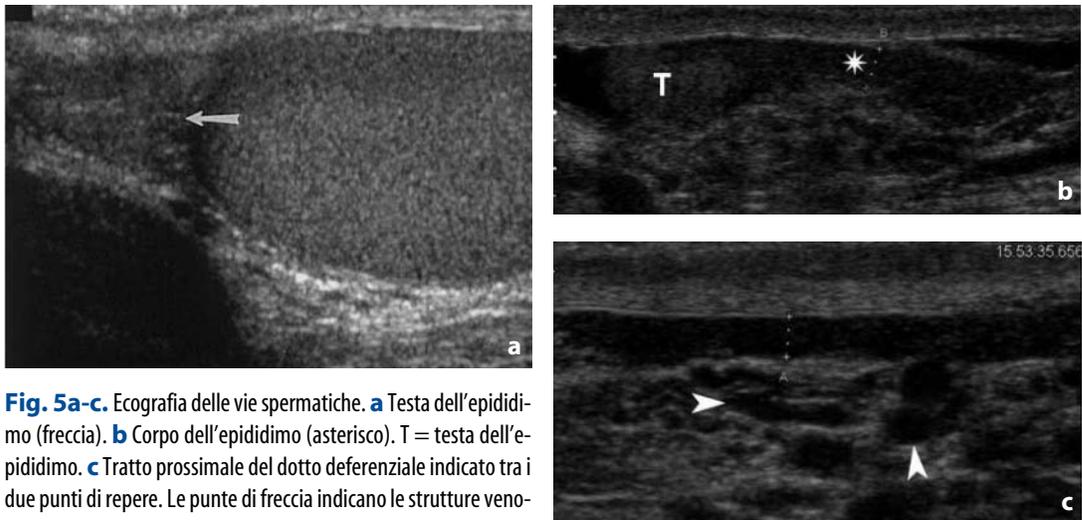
Ecografia delle vie spermatiche. a Testa dell'epididimo (freccia). b Corpo dell'epididimo (asterisco). T = testa dell'epididimo. c Tratto prossimale del dotto deferenziale indicato tra i due punti di reperi. Le punte di freccia indicano le strutture venose del plesso pampiniforme
